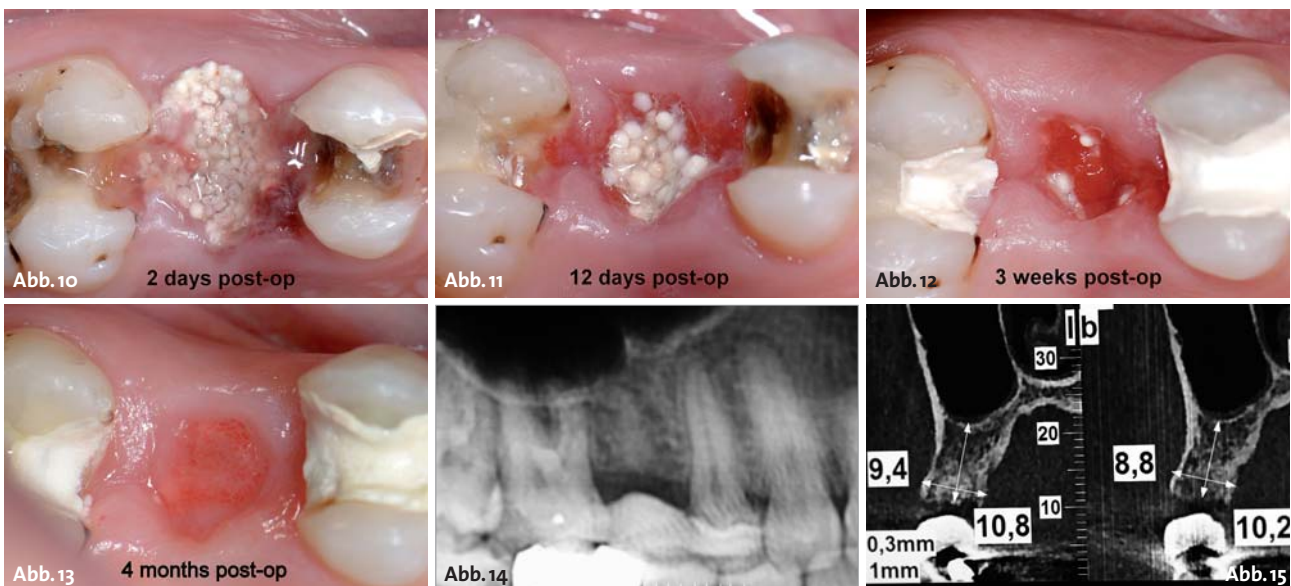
Die Extraktionsalveole mit in situ aushärtenden easy-graft™CLASSIC wird mit neu gebildetem Weichgewebe überwacht. – Abb. 14 und 15: CBCT-Aufnahmen vier Monate nach dem Eingriff zeigen eine Konsolidation des Knochenersatzmaterials und adäquaten Erhalt des Kamms.
